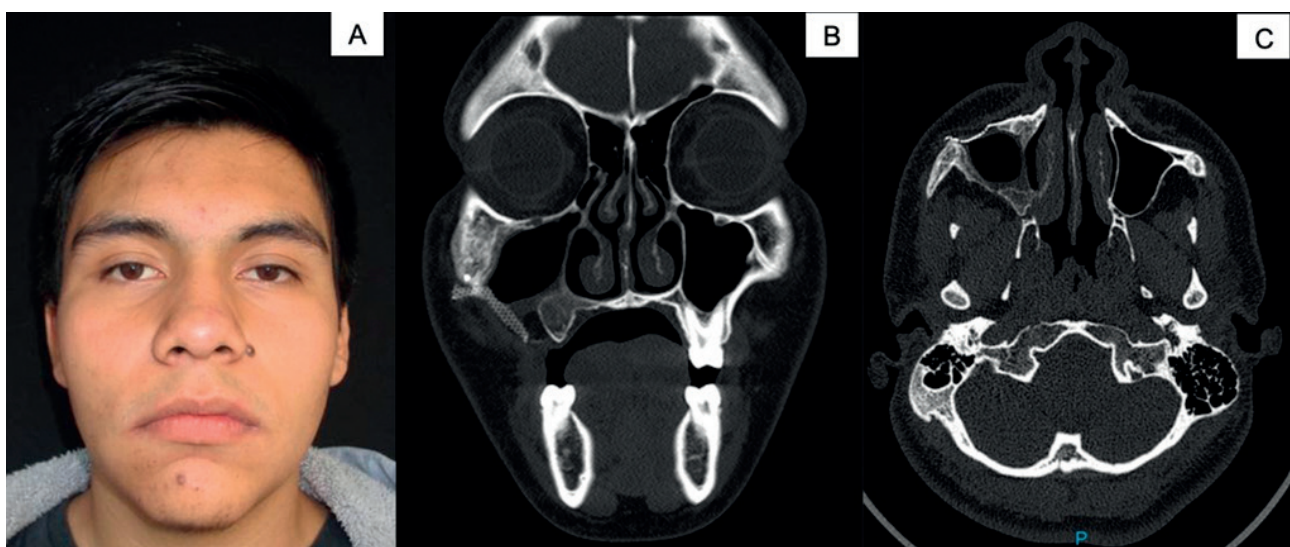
(A-C). Fotografía de control posoperatorio a 12 meses con mejoría de la simetría facial (A), Tomografía de control en mismo periodo de tiempo sin evidencia de recidiva y con adecuada cicatrización (B,C)
